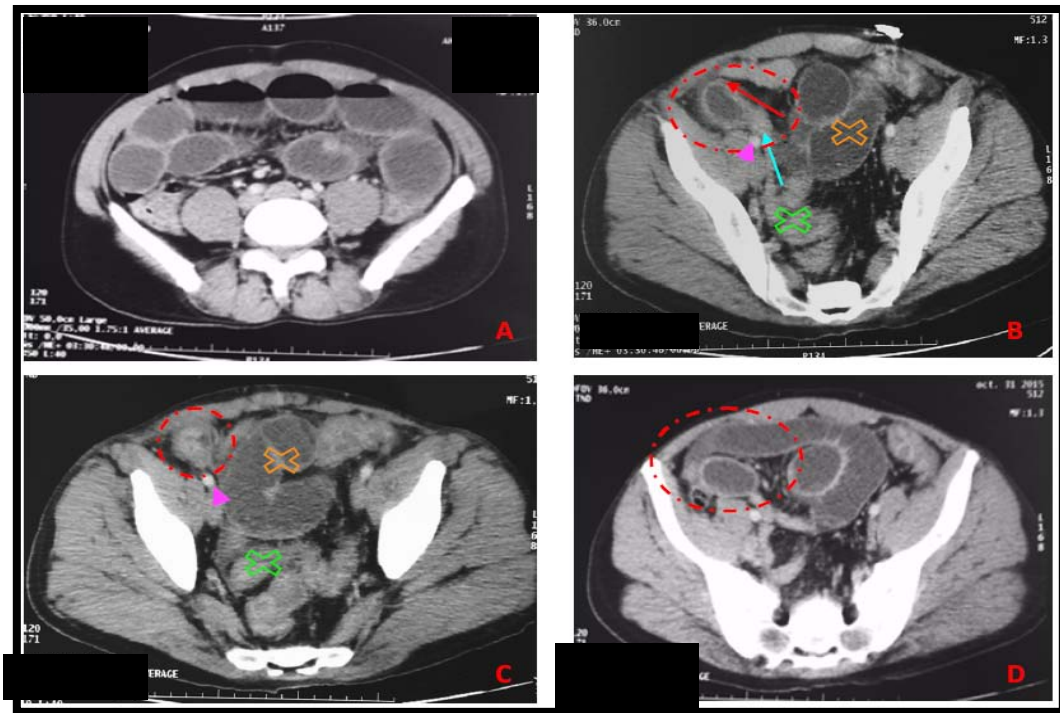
TDM C+ coupes axiales : occlusion intestinale sur hernie inguinale droite indirecte étranglée confirmée en per opératoire :
